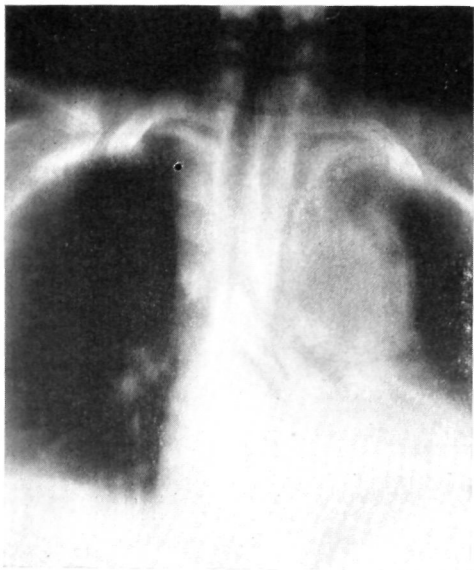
Томограмма органов грудной полости той же больной. Более четко определяется двойной контур тенеобразования, увеличенные лимфоузлы в корне легкого и смещение трахеи вправо.
